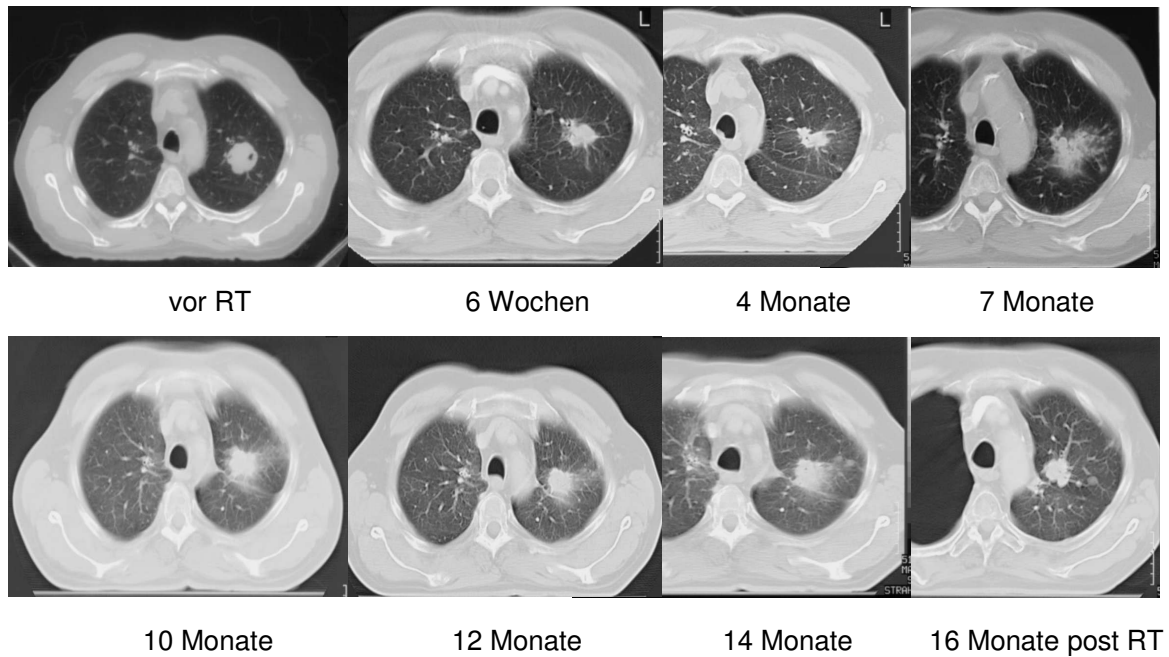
Computertomographischer Verlauf eines 59-jährigen Patienten mit Bronchial-Ca nach stereotaktischer Bestrahlung mit 3 x 10 Gy
